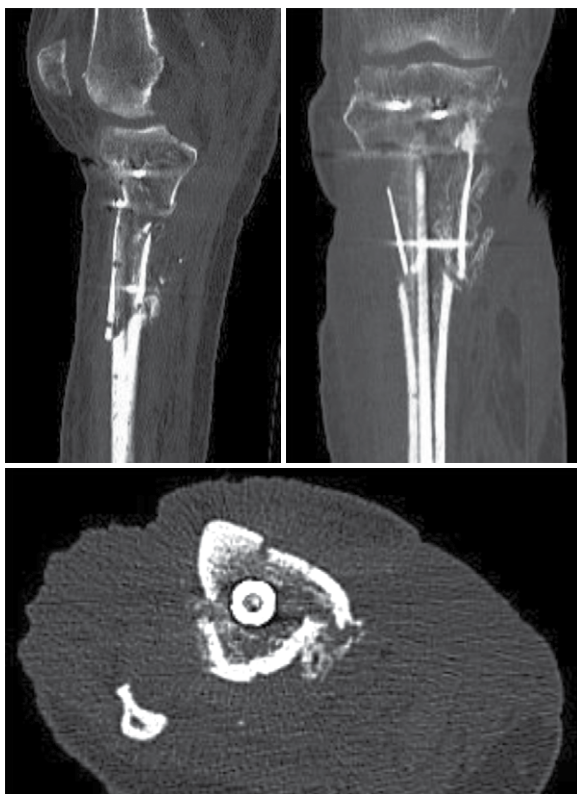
Sagittal, coronal and axial CT images displaying callus formation at fracture site at 3 months post-operatively
